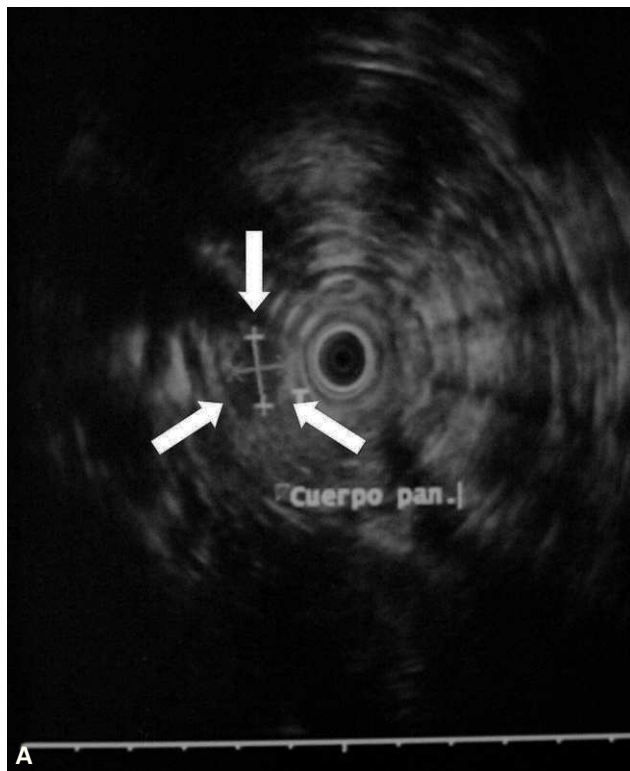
Imágenes correspondientes al caso 2 en las que se observa: a) ultrasonografía endoscópica con un nódulo de 1 cm de diámetro (flecha) en cuerpo pancreático ligeramente hipoeico adyacente a la vena esplénica; b) ecografía intraoperatoria con un nódulo (flecha) hipoeico en el cuerpo pancreático.
